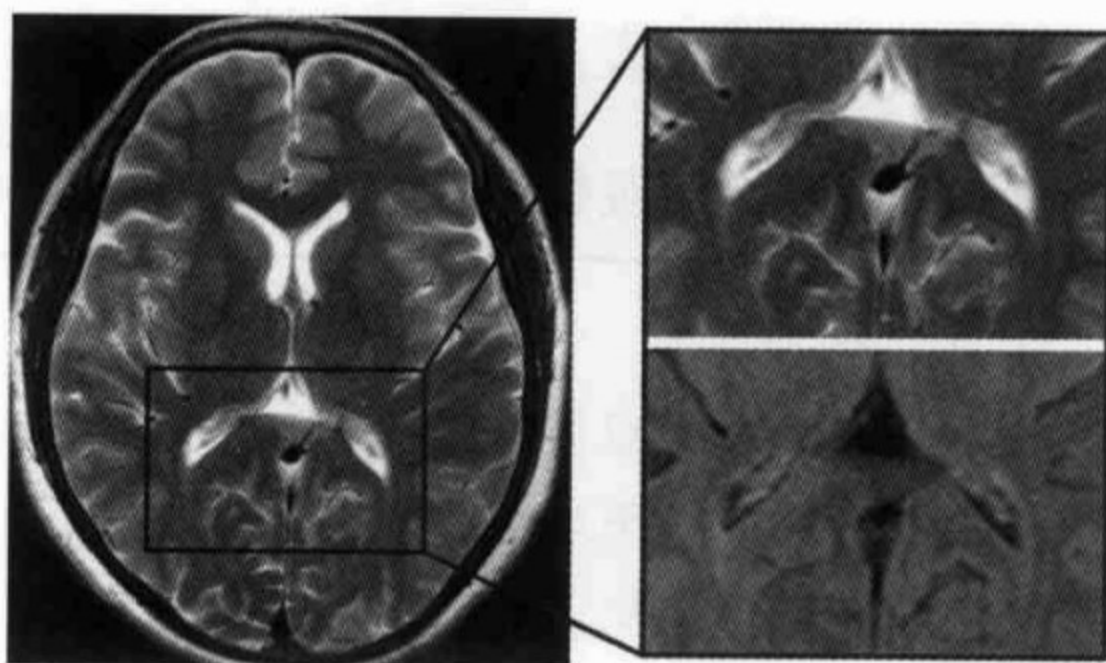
双侧三角区体后部背端异常长 T_2 信号影,FLAIR 呈稍高信号影,又称为终带
